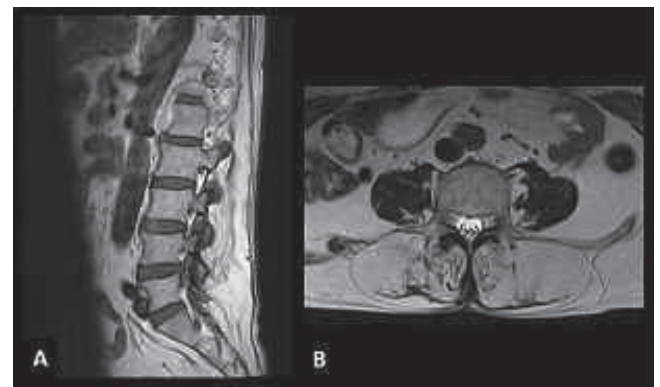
Ressonância magnética da região toracolombar, com lipossustituição significativa da musculatura paravertebral da região lombar. (A) corte sagital na seqüência T1 e (B) corte axial na seqüência T2, mostrando acentuado aumento do tecido adiposo na constituição da musculatura paravertebral, caracterizado por aumento de sinal nas seqüências T1 e T2, com raras fibras musculares remanescentes, as quais estão representadas por finas imagens lineares de isossinal.
